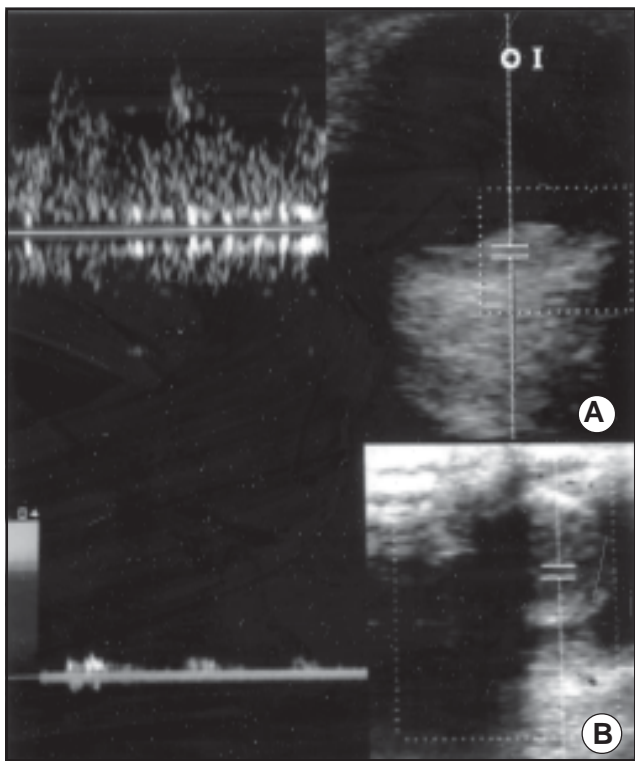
Doppler de melanoma. A. Espectro arterial de baja resistencia y venoso. B. Melanoma de iris: flujo arterial de bajas velocidades
